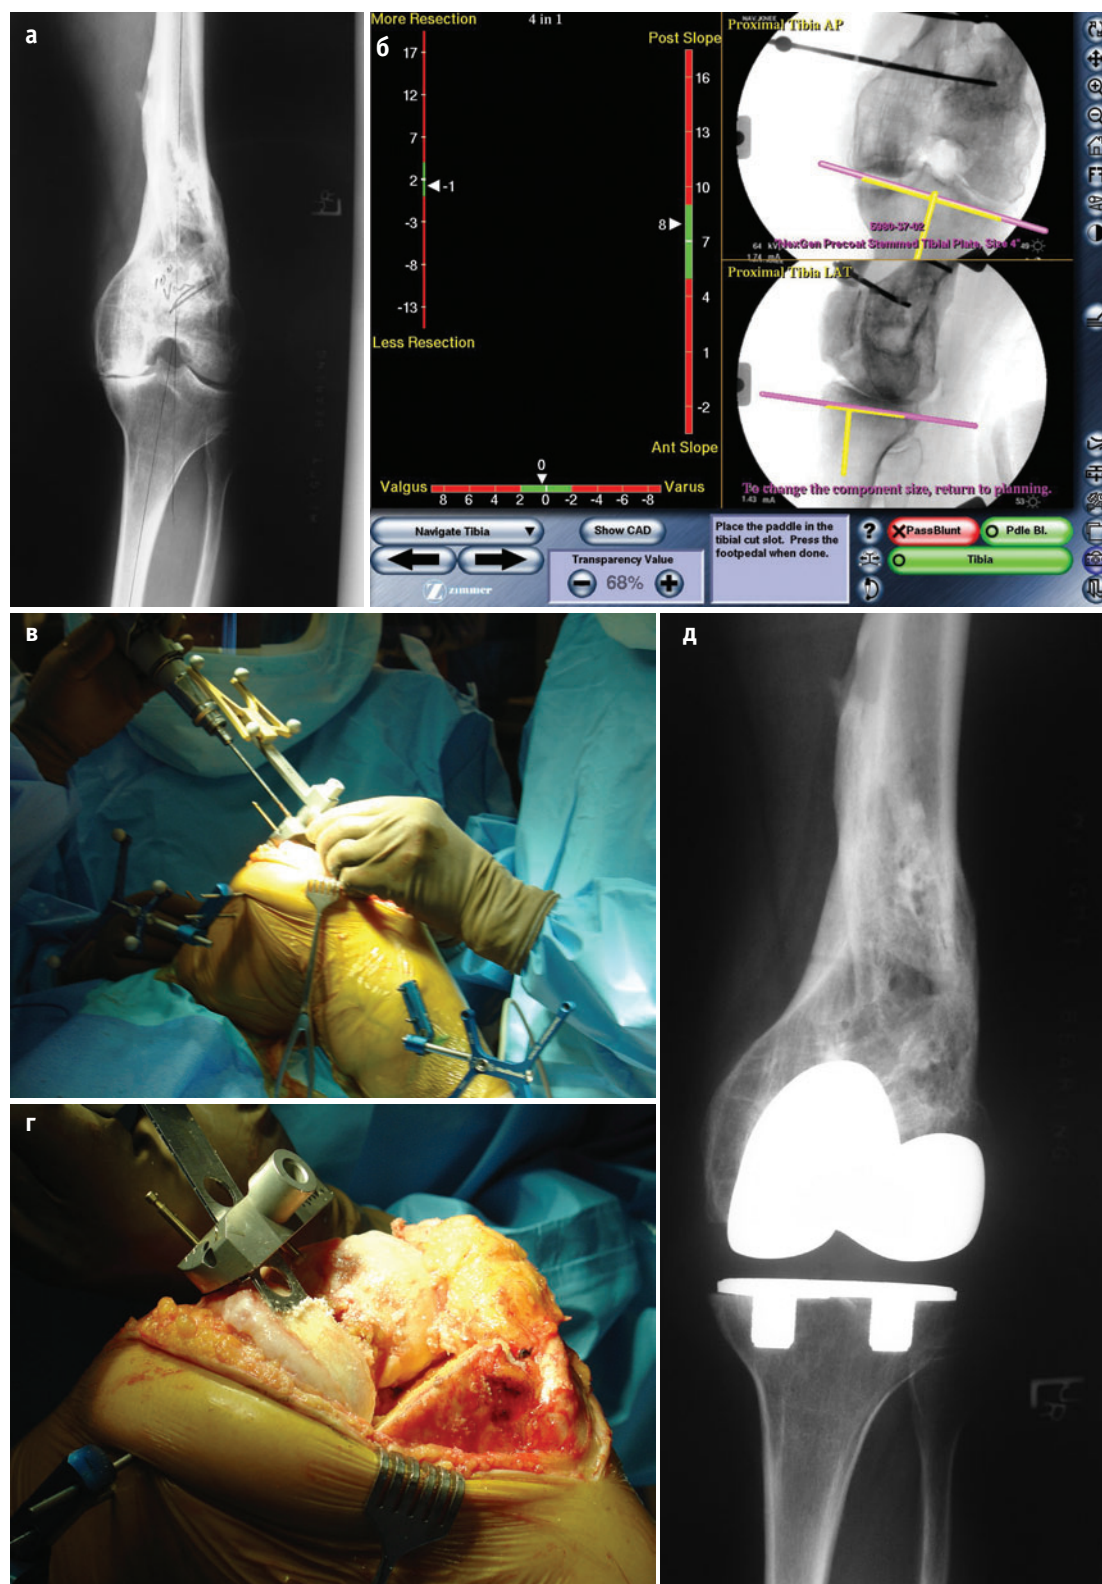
(а) Сложный случай эндопротезирования при старой деформации после перенесенного перелома бедра. (б) Согласно замерам навигационной системы, планируемый тибяльный опил должен иметь наклон кзади 8° , объем резекции медиального плато 1 мм, коррекция механической оси 0° . (в) Ручное расположение дистального бедренного резекционного блока под контролем навигационной системы на желаемый уровень резекции и правильный угол во фронтальной и сагиттальной плоскостях. (г) Выполнен дистальный опил бедра. (д) На послеоперационной рентгенограмме — «идеальная» ориентация дистального опи́ла бедра, отклонение механической оси составляет 1° варуса.
